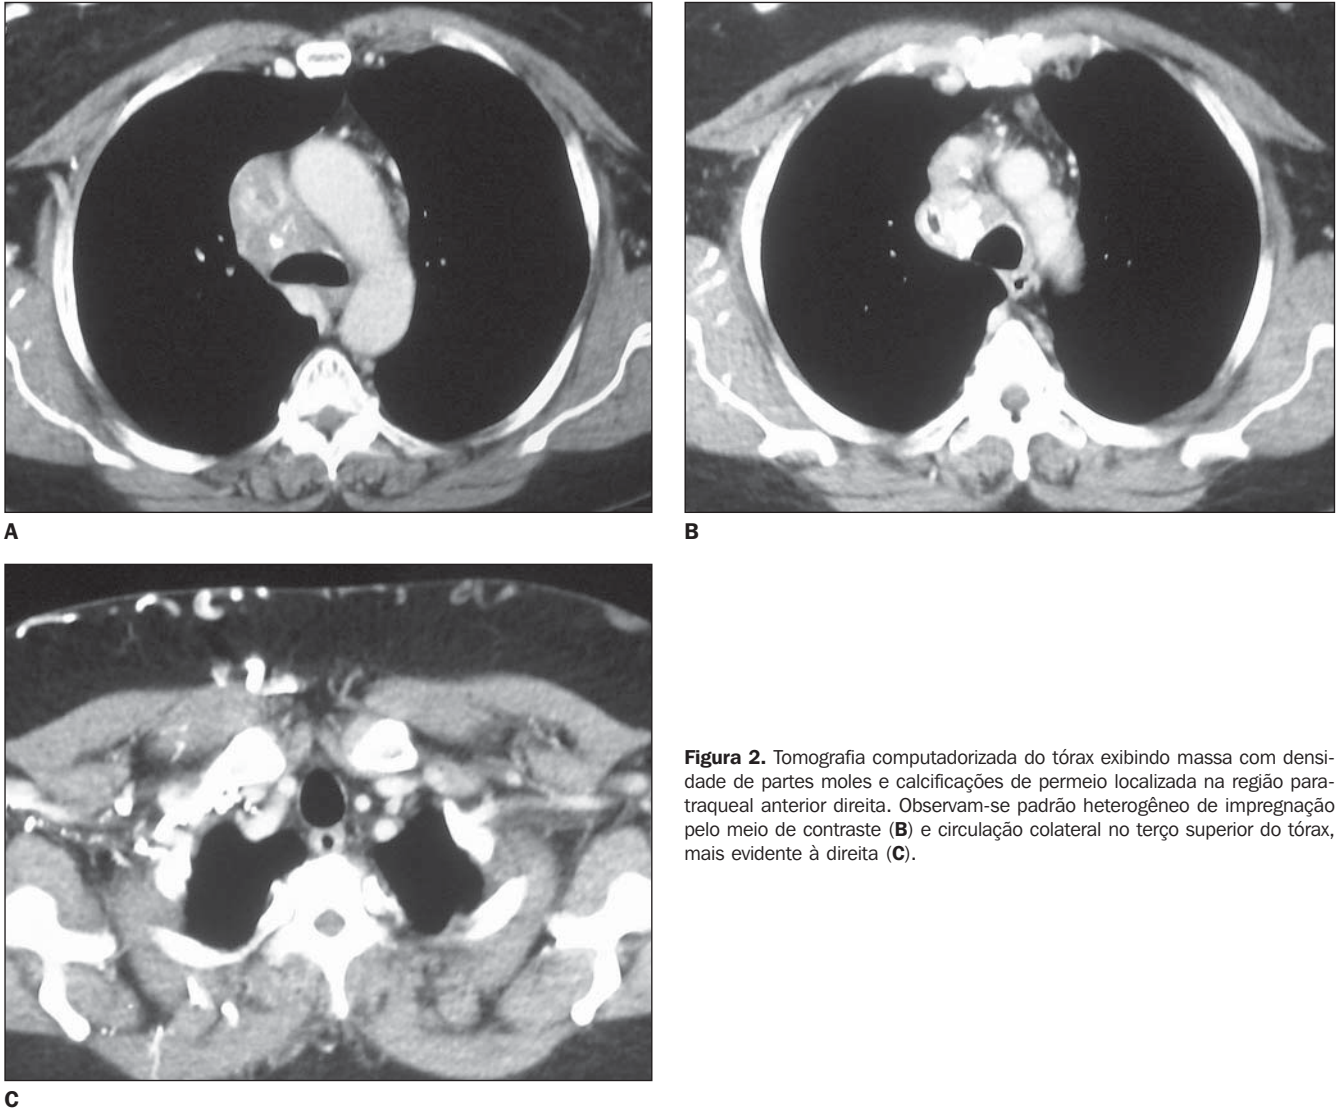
Tomografia computadorizada do tórax exibindo massa com densidade de partes moles e calcificações de perimeio localizada na região paratraqueal anterior direita. Observam-se padrão heterogêneo de impregnação pelo meio de contraste (B) e circulação colateral no terço superior do tórax, mais evidente à direita (C).
